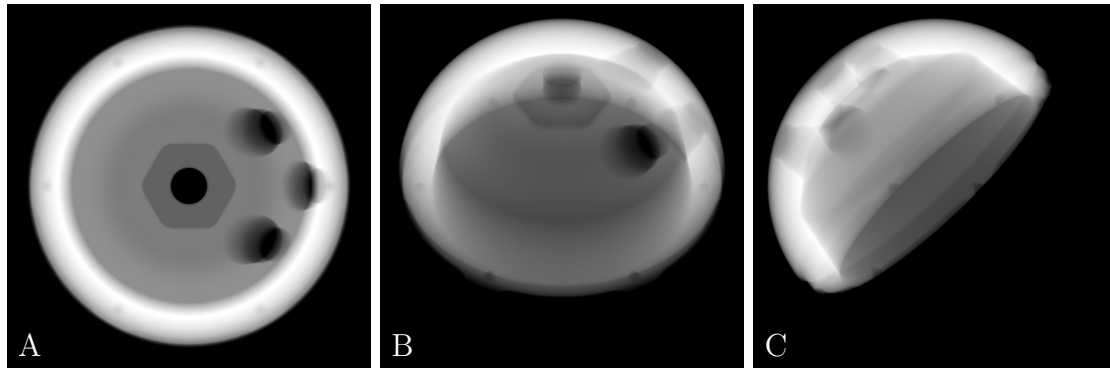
Darstellung der initialen Pfannenorientierung für die linke Körperseite in AP-Röntgenbildern: A) initiale Pfannenorientierung, B) nach der globalen Rotation r_x^g um 135° und C) nach der abschließenden globalen Rotation r_y^g um $107,5^\circ$.
